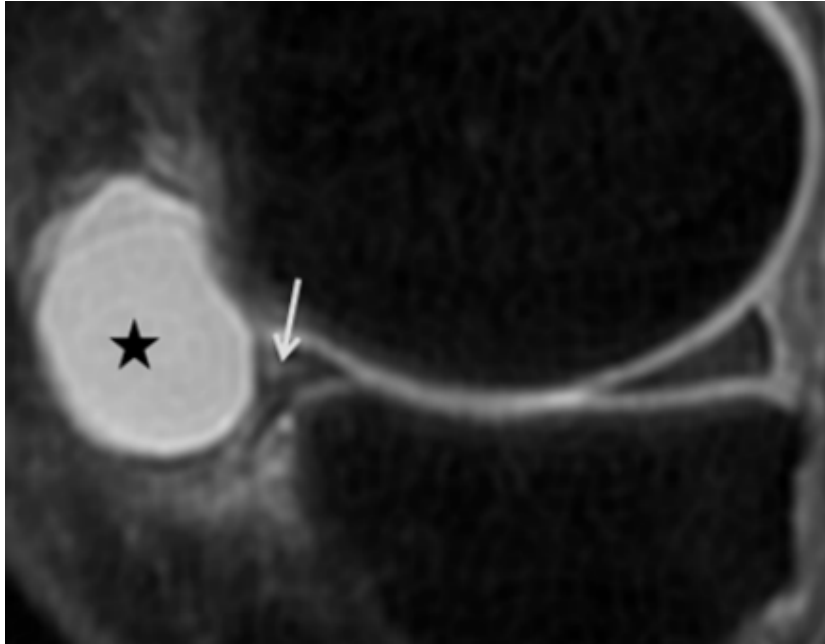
IRM en coupe sagittale en DP Fat SAT: fissure méniscale horizontale (flèche) communiquant avec une lésion kystique ovale (étoile).
